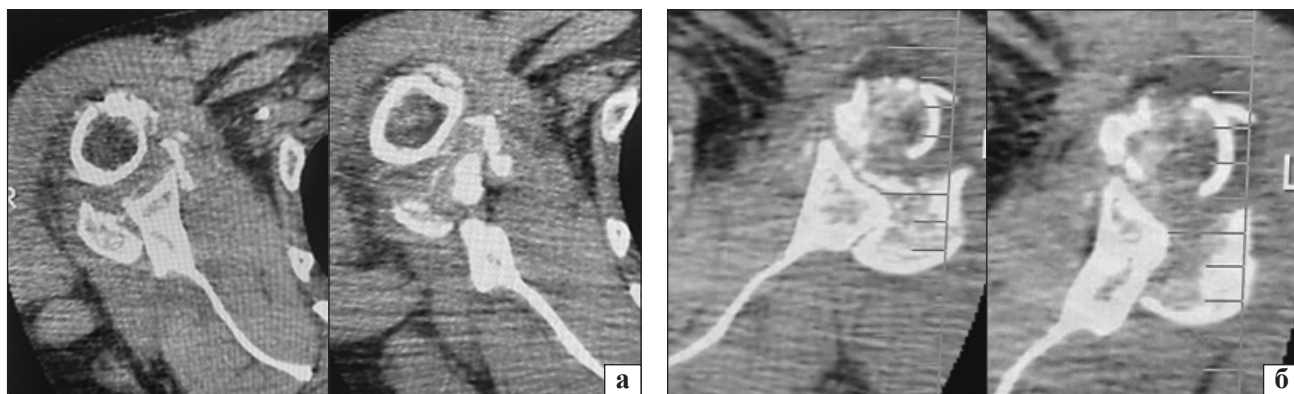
Фото СКТ-сканів пацієнта С., 60 років, 11-С3, 2 міс. після травми, дефект суглобової поверхні гленоїдальної западини правого (а) та лівого (б) плечових суглобів
